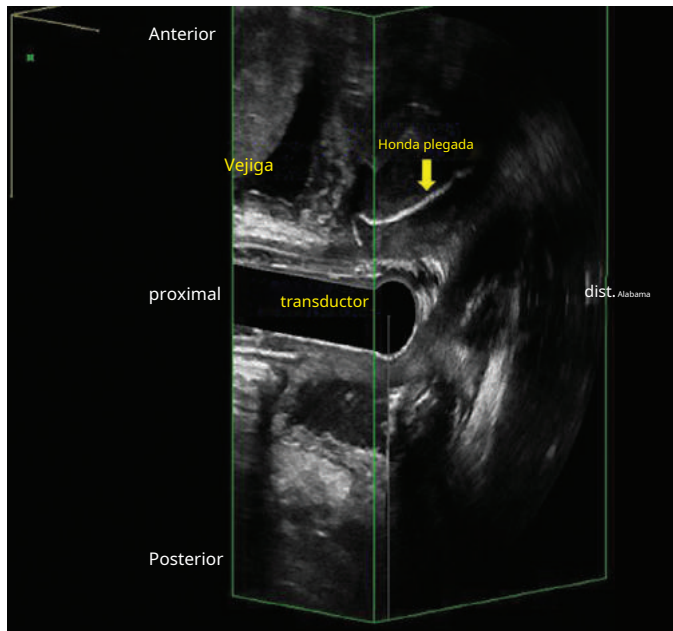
En la ecografía tridimensional se observa un cabestrillo mediouretral plegado en un paciente que se queja de disfunción miccional con un residuo posmiccional elevado.
